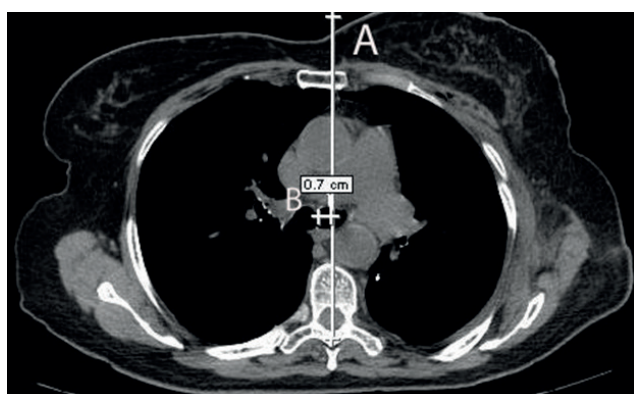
Компьютерная томограмма. Аксиальный срез. Уровень бифуркации трахеи. А - линия, проведенная через основание остистого отростка и середину тела грудного позвонка В - отрезок, определяющий степень бокового смещения бифуркации трахеи. / Fig.1. Axial CT scan. Tracheal bifurcation level. А - line drawn through the base of the spinous process and the middle the thoracic vertebra В - the distance determining the degree of lateral displacement of the tracheal bifurcation.
